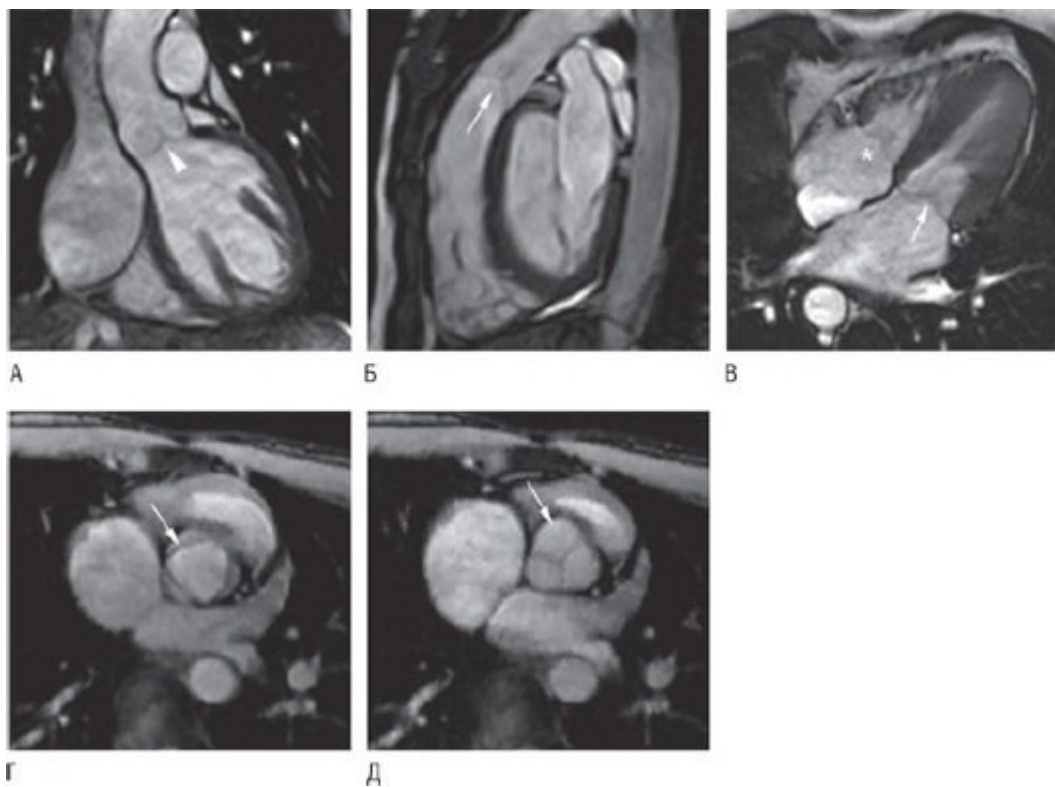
Визуализация нормальных клапанов при МРТ: АК (А); ЛК (Б); МК (В) (стрелка) и ТК (звездочка). АК открывался в систоле в поперечной плоскости (Г) (стрелка); АК закрылся в диастоле (Д) (стрелка).
